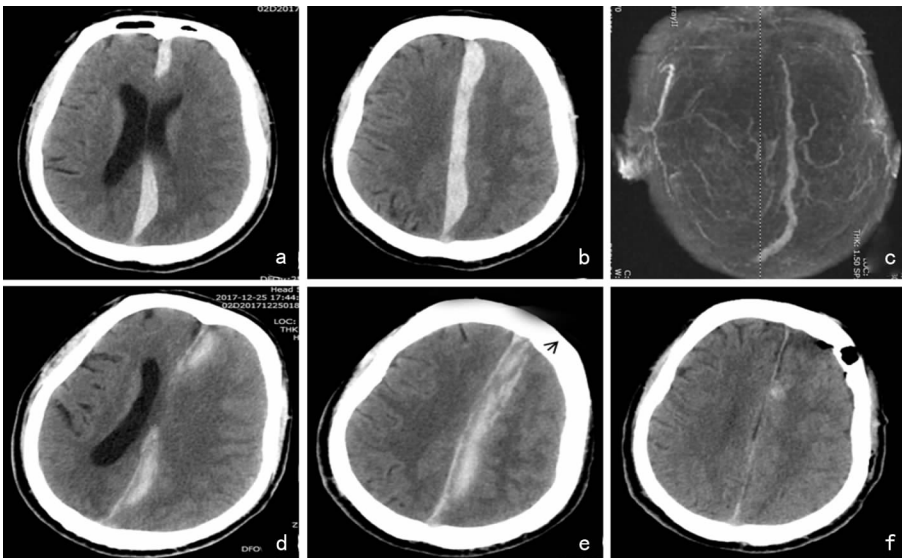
典型病例手术前后影像学检查 a,b: 受伤时头颅 CT 提示 TISH;c: 受伤后头部 MRV 提示上矢状窦通畅; d,e: 保守治疗 1 周后头颅 CT 提示 TISH 部分吸收,伴左侧弥漫性脑肿胀,脑沟脑回消失; f: 术后 2 周头颅 CT 提示脑肿胀缓解
